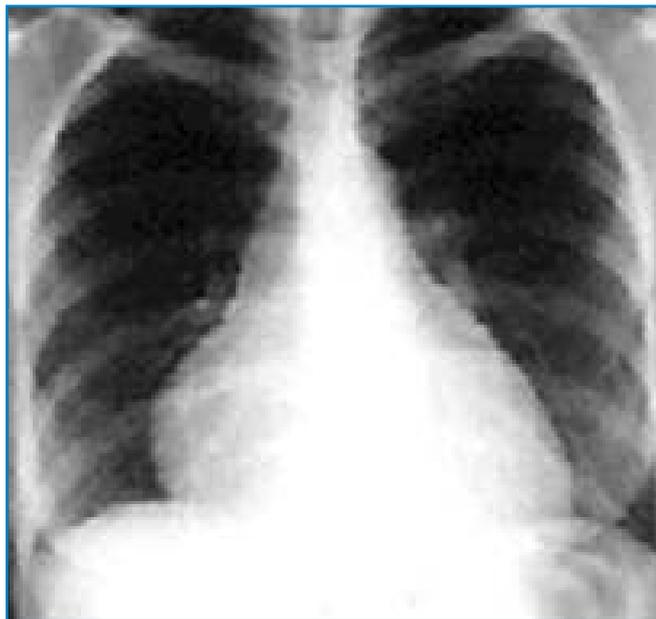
Radiographie thoracique montrant au cours d'une péricardite aiguë une majoration de l'ombre cardiaque, en rapport avec l'épanchement.
